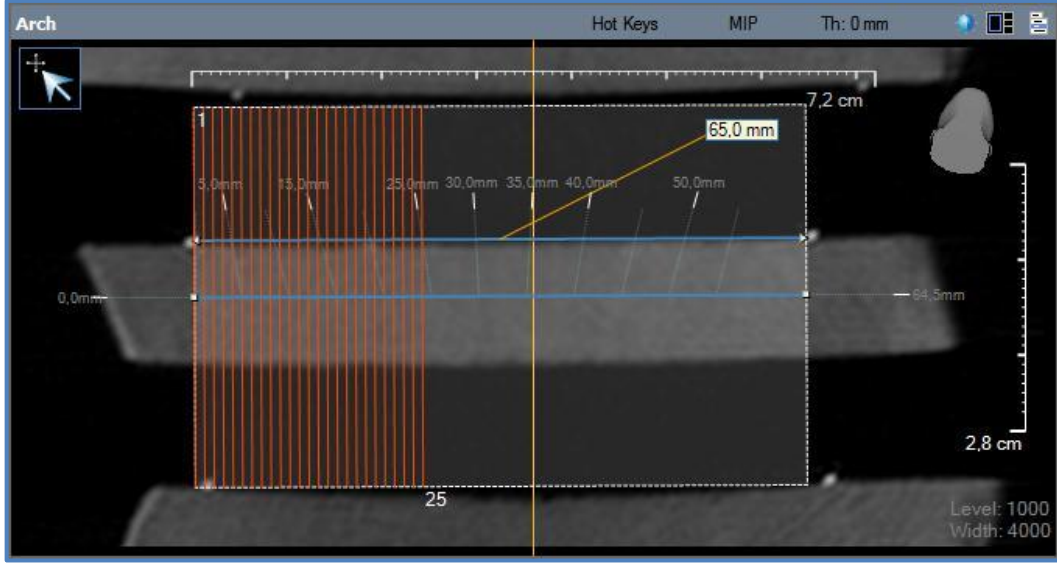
Kemik bloklarının BT görüntüsü
